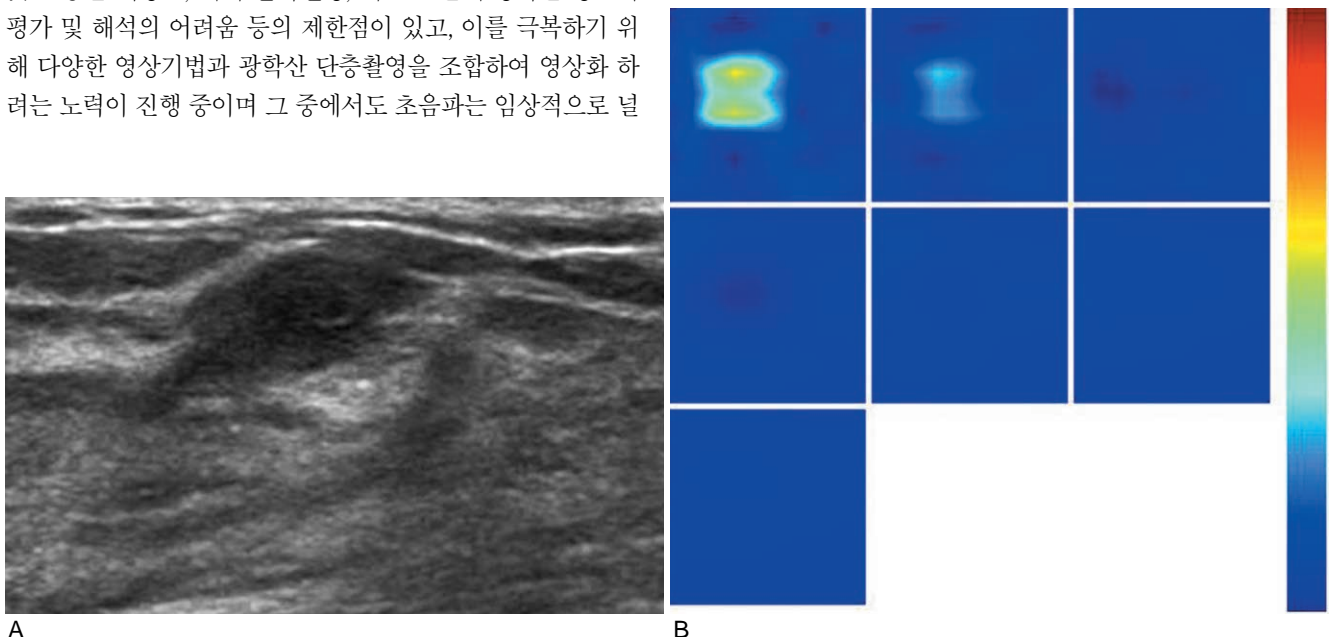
Optical image. Conventional gray-scale ultrasound (A) shows a hypoechoic angular mass assigned to BIRADS category 4a. Reconstructed optical absorption map (B) shows that the lesion was resolved with tHb of maximum of 91.3 $\mu\text{mol/L}$, which was confirmed as fibroadenoma.
